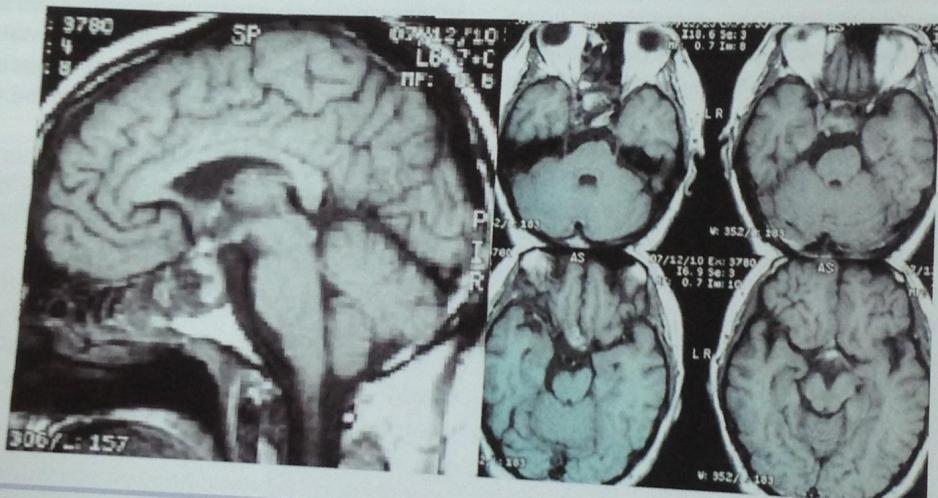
МРТ (T-1) на 13-е сутки после операции.
